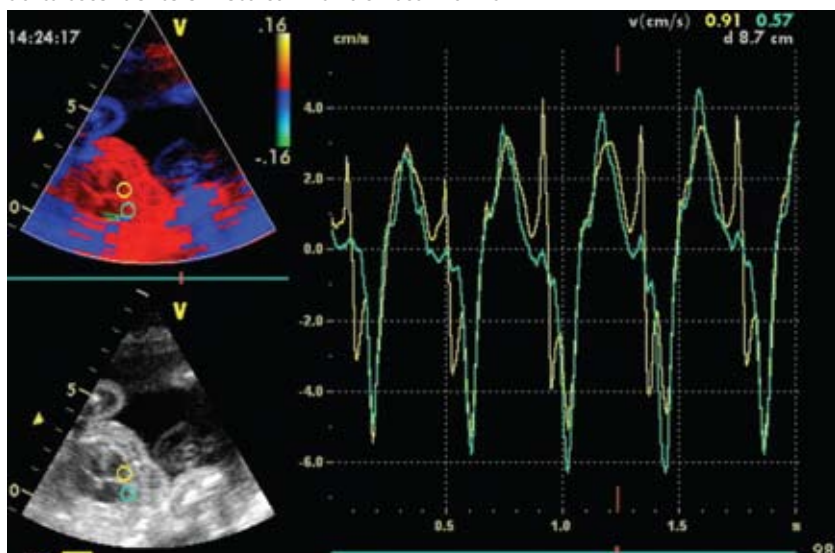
Doppler tisular fetal. Representación simultánea (*off line*) de registro a nivel pared auricular y ventricular.
